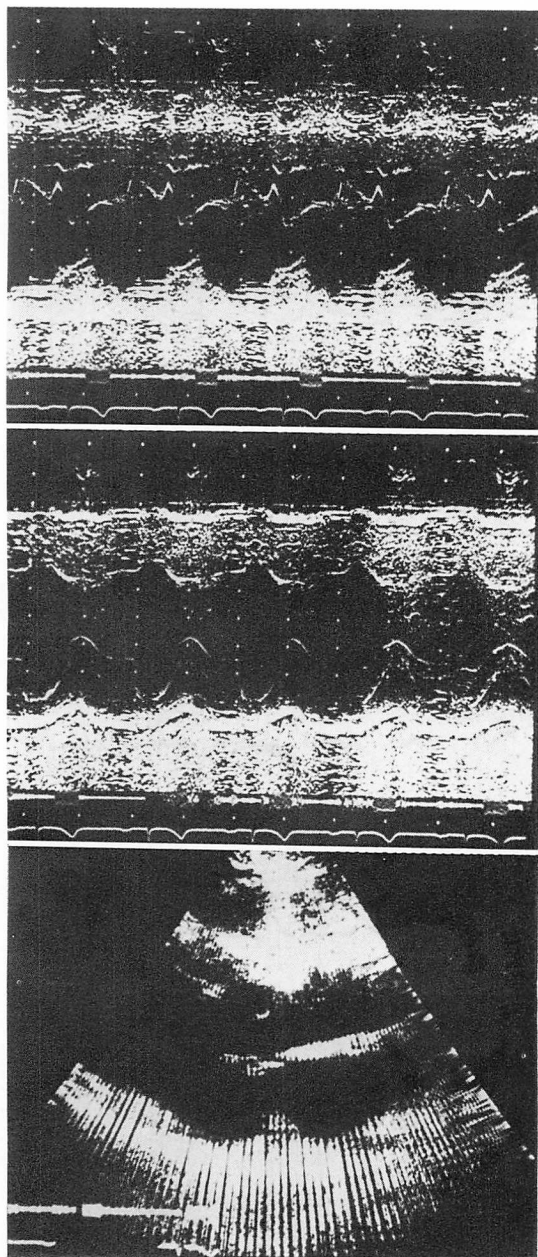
M-mode and two-dimensional echocardiograms on March 10, 1981 (62-year-old).
